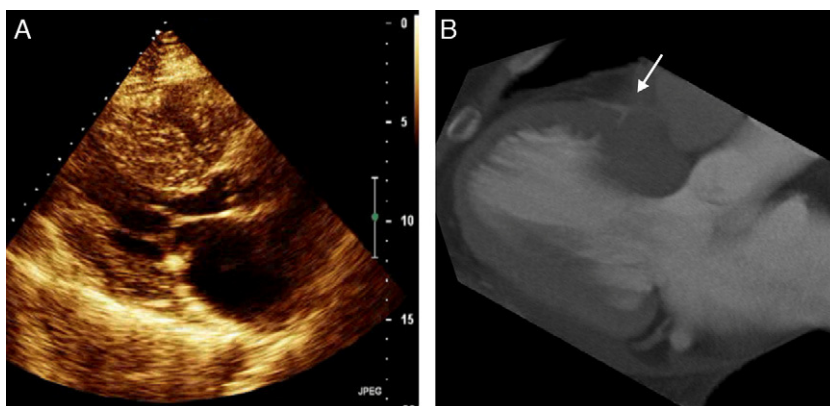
Painel A: Ecocardiograma transtorácico bidimensional em plano paraesternal eixo longo em diástole. Painel B: A mesma projeção por TC cardíaca em *Multiplanar reconstruction* (MPR) com 12 mm de espessura, durante a diástole.
